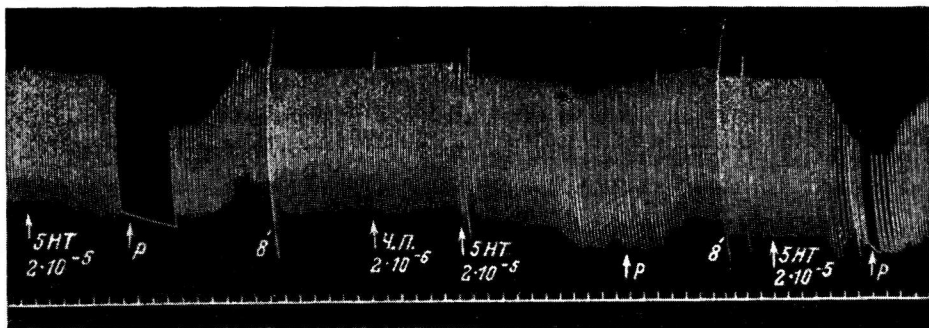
Сокращения сердца лягушки при перфузии дуги аорты серотином и циклопентиламидом *d*-лизергиновой кислоты при перевязке внутренней сонной и затылочно-позвоночной артерий этой стороны.
